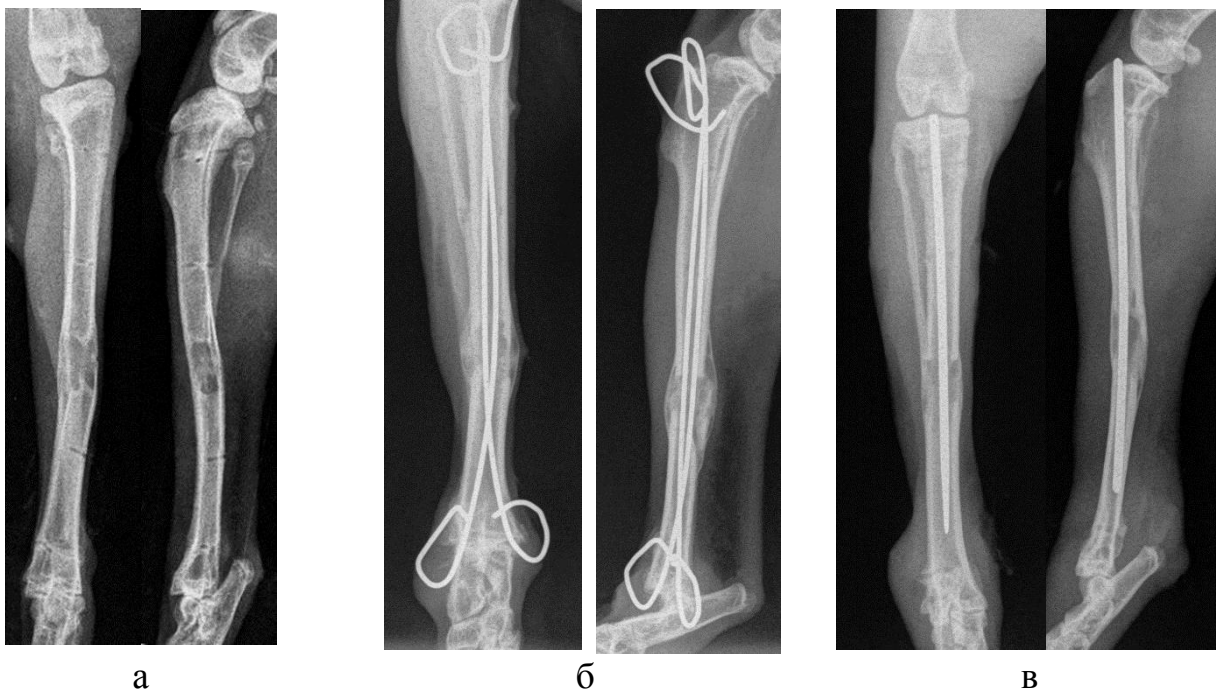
Рентгенограммы, 30 сутки фиксации: а – контрольный регенерат, б – модель №1, в – модель №2.
